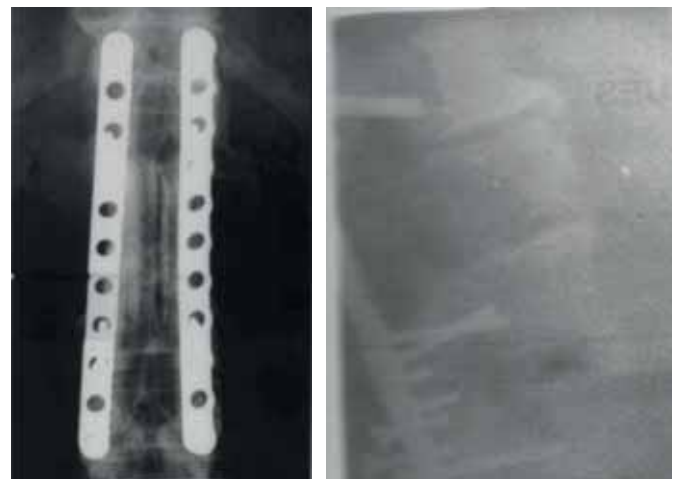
Radiographie post-opératoire. Résection, ostéosynthèse et greffe osseuse
